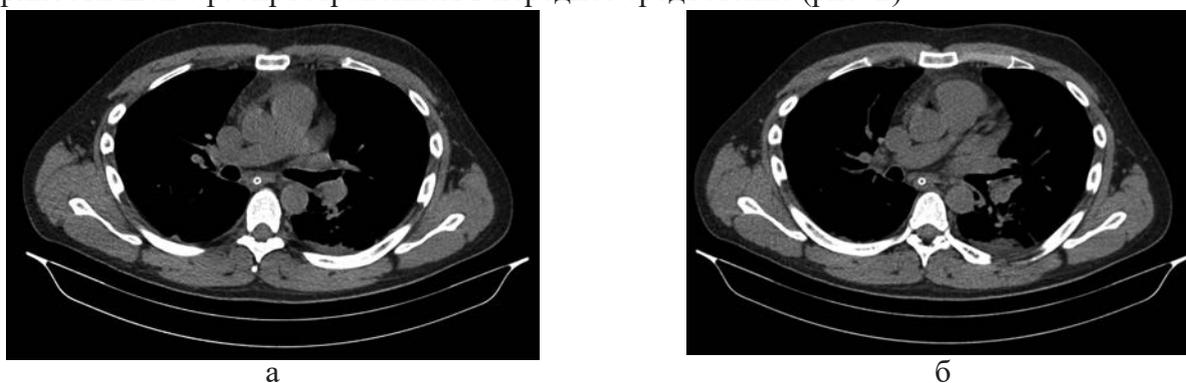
Пациент Б., 12.03.2022г. Медиастинит. Компьютерная томограмма, мягкотканное электронное окно в аксиальной плоскости. Клетчатка переднего средостения уплотнена, имbibирована жидкостью. Через пищевод проведен назогастральный зонд
